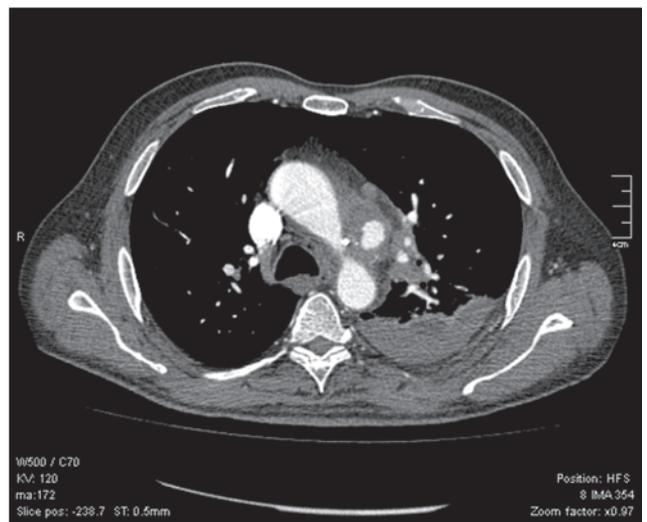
КТ ОГК с ангиоконтрастированием: на уровне дуги аорты определяется ложная аневризма аорты, окруженная тромботическими массами; левосторонний гемоторакс
